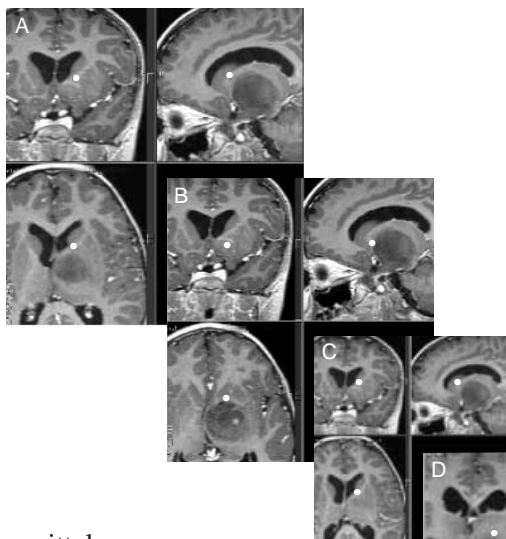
Il punto scelto dal chirurgo visibile nelle tre ricostruzioni della RM encefalica.
